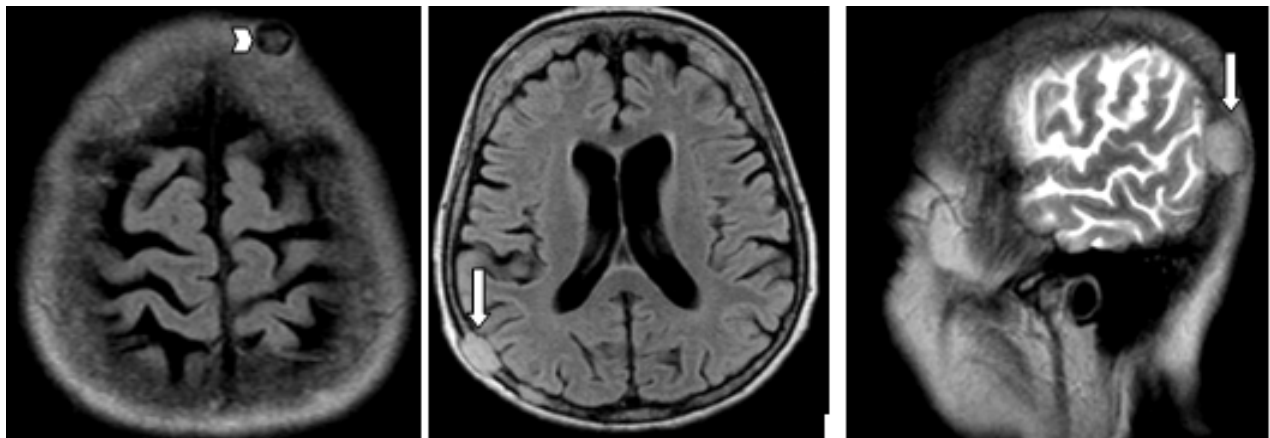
Resonancia magnética de cráneo, caso B. Secuencias axiales en Flair y T2 sagital. Las flechas muestran lesiones nodulares en meninges y la cabeza de flecha, lesión osteolítica.
